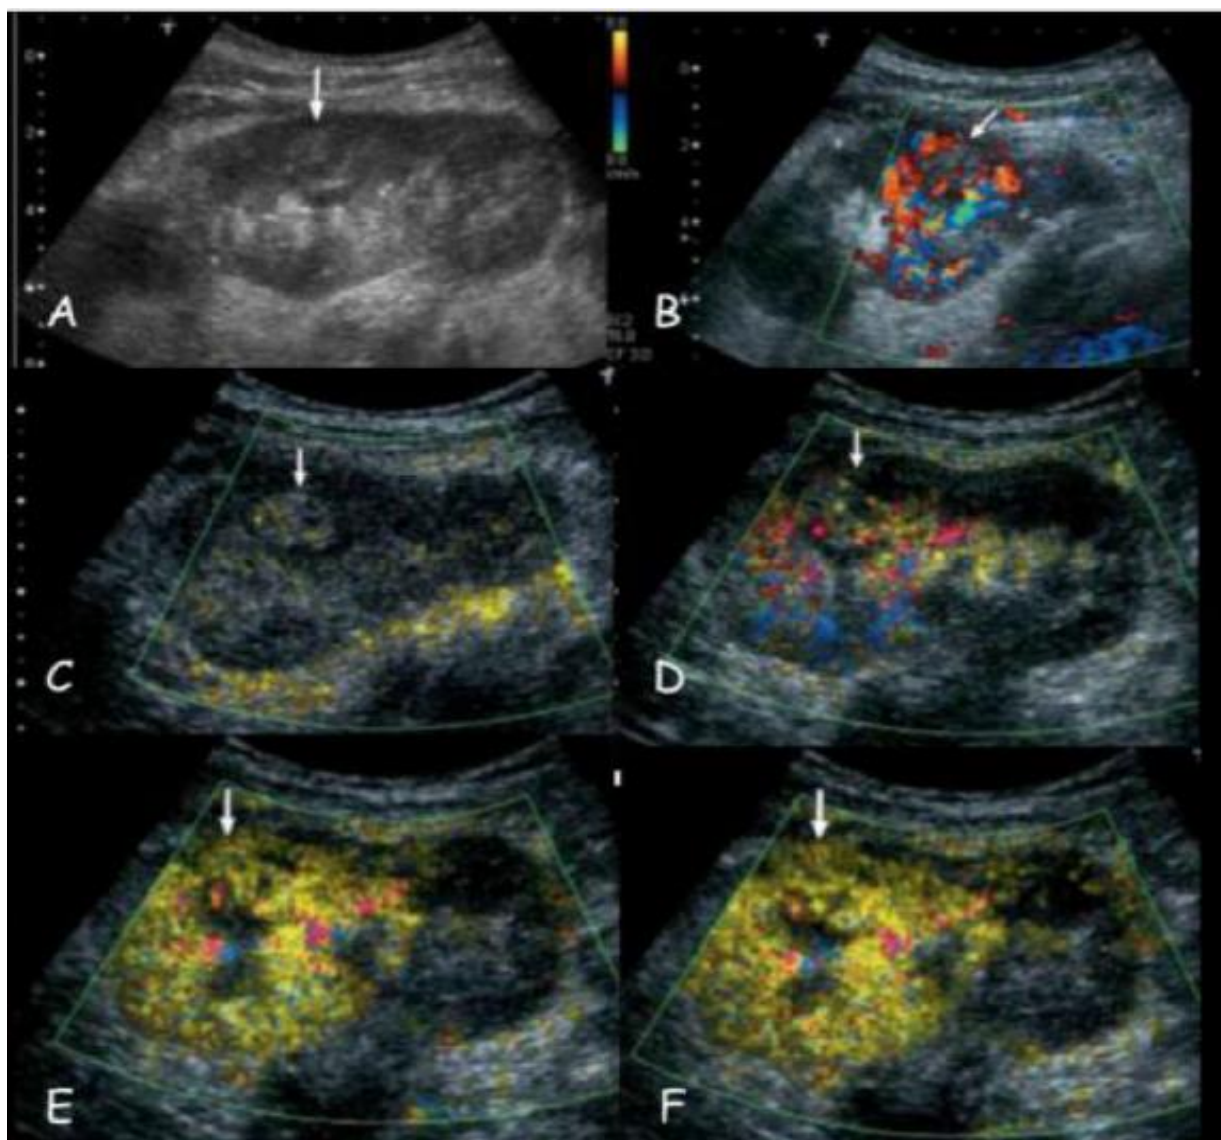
Aspect échographique d'un adénocarcinome rénal [95].
